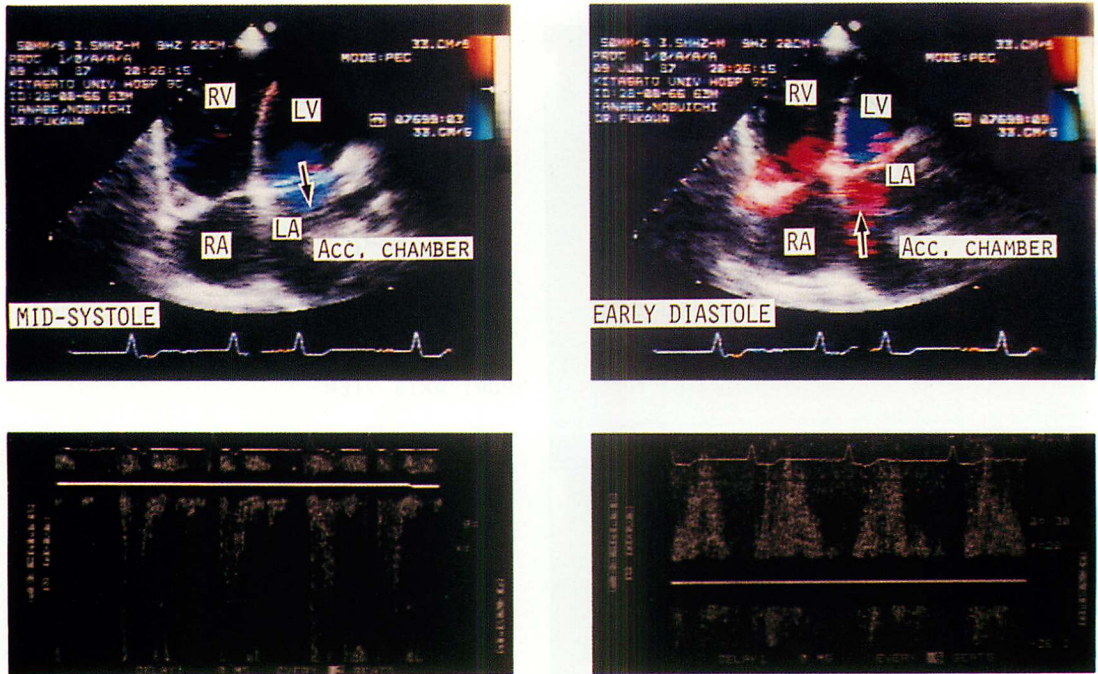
Color and pulsed Doppler echocardiograms.
